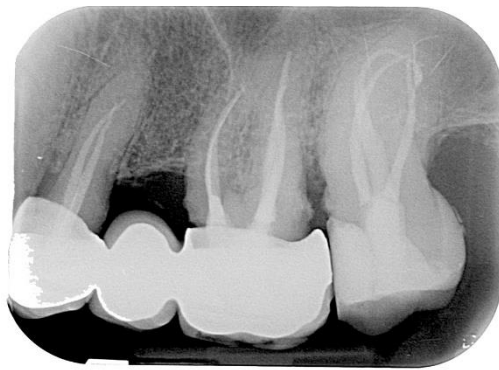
radiographie post-opératoire de la 27 en incidence disto-excentrée.
